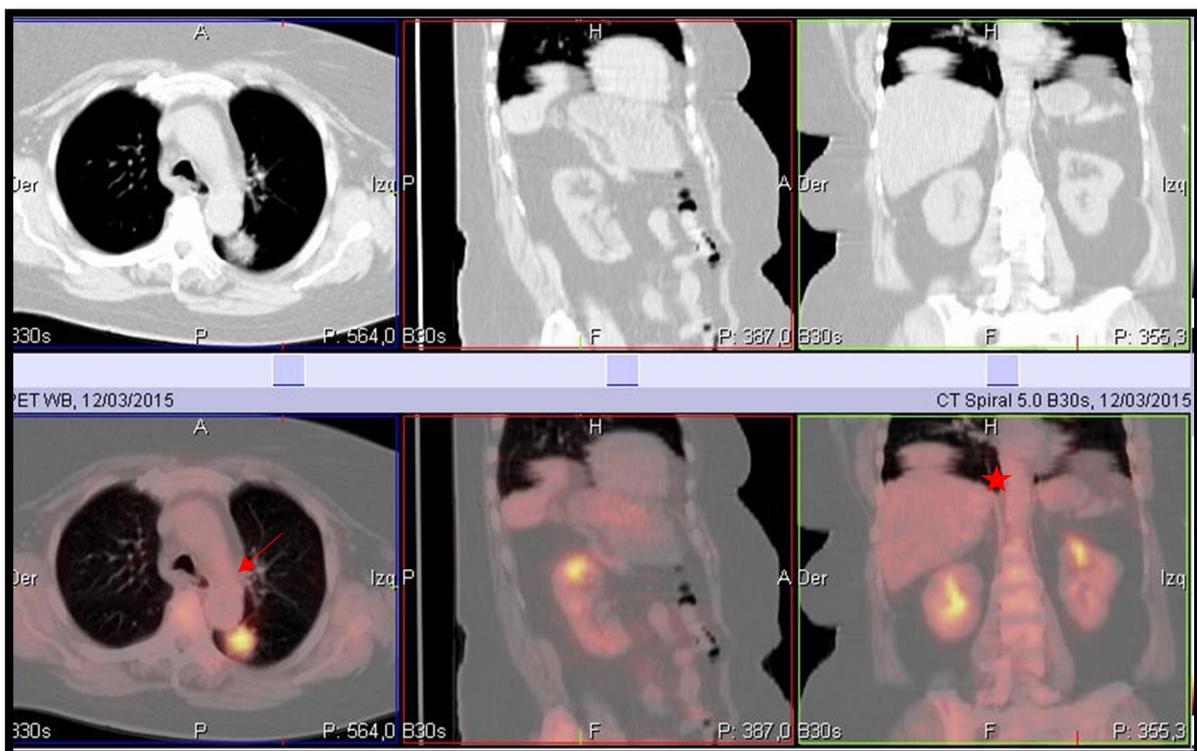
Cortes seleccionados de las imágenes del TAC y de la fusión PET/TAC: Las imágenes permiten localizar con detalle anatómico la imagen patológica pulmonar en lóbulo inferior izquierdo (Flecha). Así mismo, la imagen de fusión permite localizar en el sistema pielocalicial de ambos riñones los acúmulos de FDG fisiológicos que podrían haber sido interpretados erróneamente como tumorales (*).
